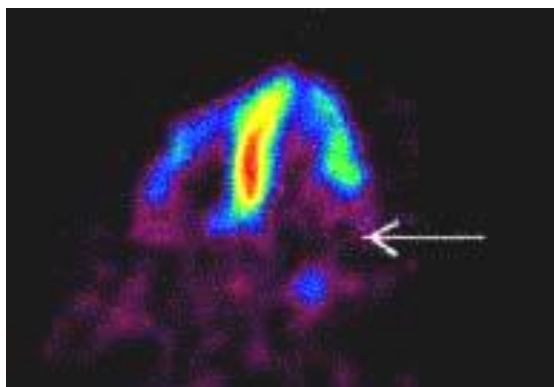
Перфузионная сцинтиграфия миокарда. ПЭТ с меченой жирной кислотой – ^{11}C -натрия бутират (горизонтальный скан по длинной оси). Выраженная гипофиксация РФП, отражающая сниженную перфузию миокарда (стрелка) [18]
